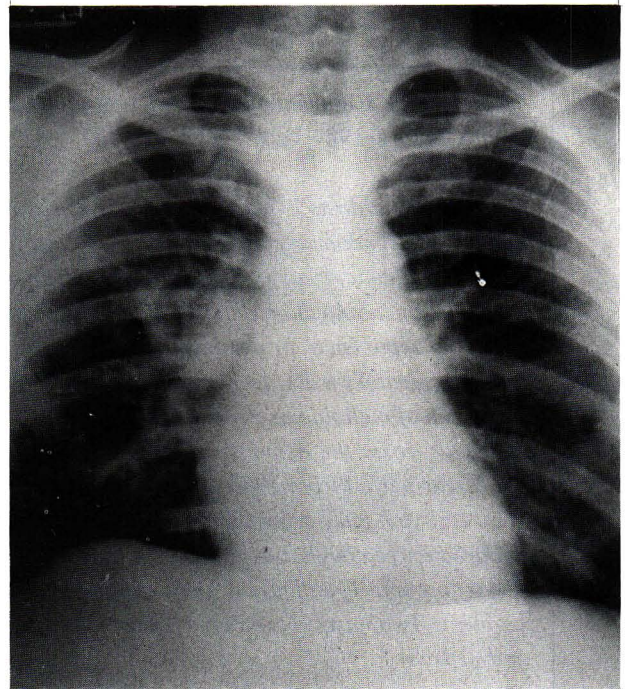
Chest roentgenogram shows multiple cavities or cysts in right perihilar region with dense pericystic infiltrates the biggest one contains minimal air-fluid level.
